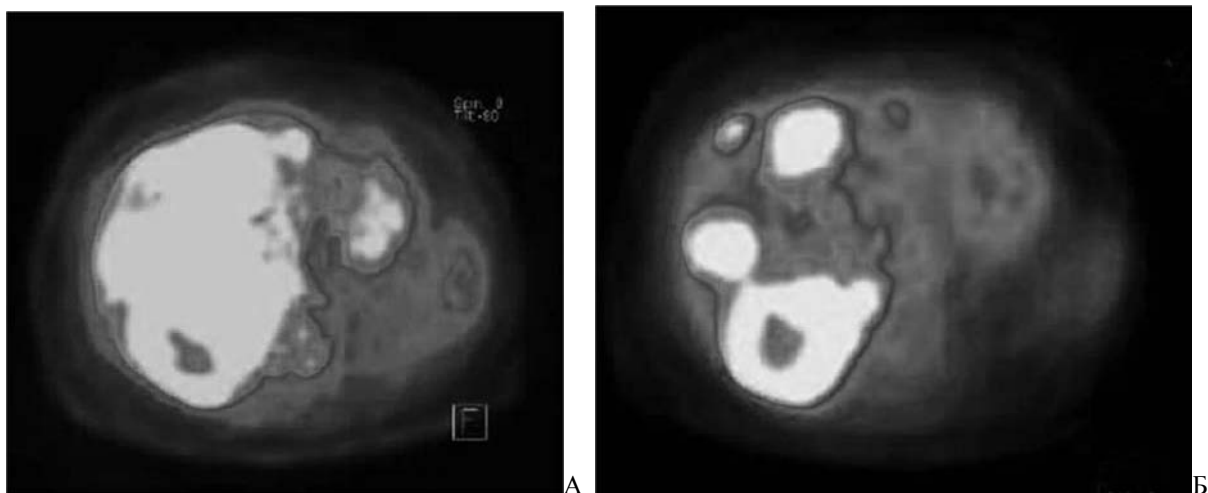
Множественные метастазы колоректального рака в печень. Совмещенные ПЭТ/КТ изображения до (А) и через 2 мес. после (Б) масляной химиоэмболизации собственной печеночной артерии. Частичный ответ на регионарную химиотерапию. Уменьшение размеров метастазов и снижение интенсивности накопления ^{18}F ДГ в проекции очагов при ПЭТ.
